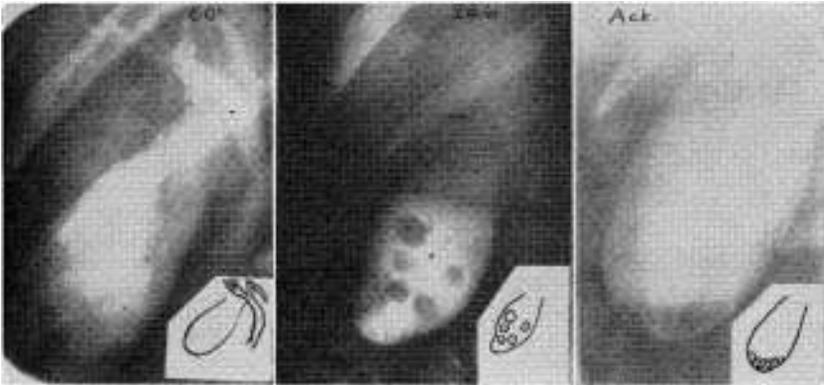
Mejor visualización de la vesícula y de sus cálculos, en la placa de 24 hs. — Obs. 40. - En la radiografía, obtenida a los 60', se visualizan bien la vía biliar principal y la vesícula, en cuyo interior alcanzan a vislumbrarse algunas sombras negativas, de posibles cálculos. Estos se ven claramente en la placa 3ª, obtenida también a los 60' pero en posición de Akerlund; los cálculos se han acumulado en el fondo de la vesícula. En la placa 2, de las 24 hs., la vesícula es intensamente radio - opaca, y los cálculos, aún los más pequeños se visualizan en negativo con gran nitidez.
